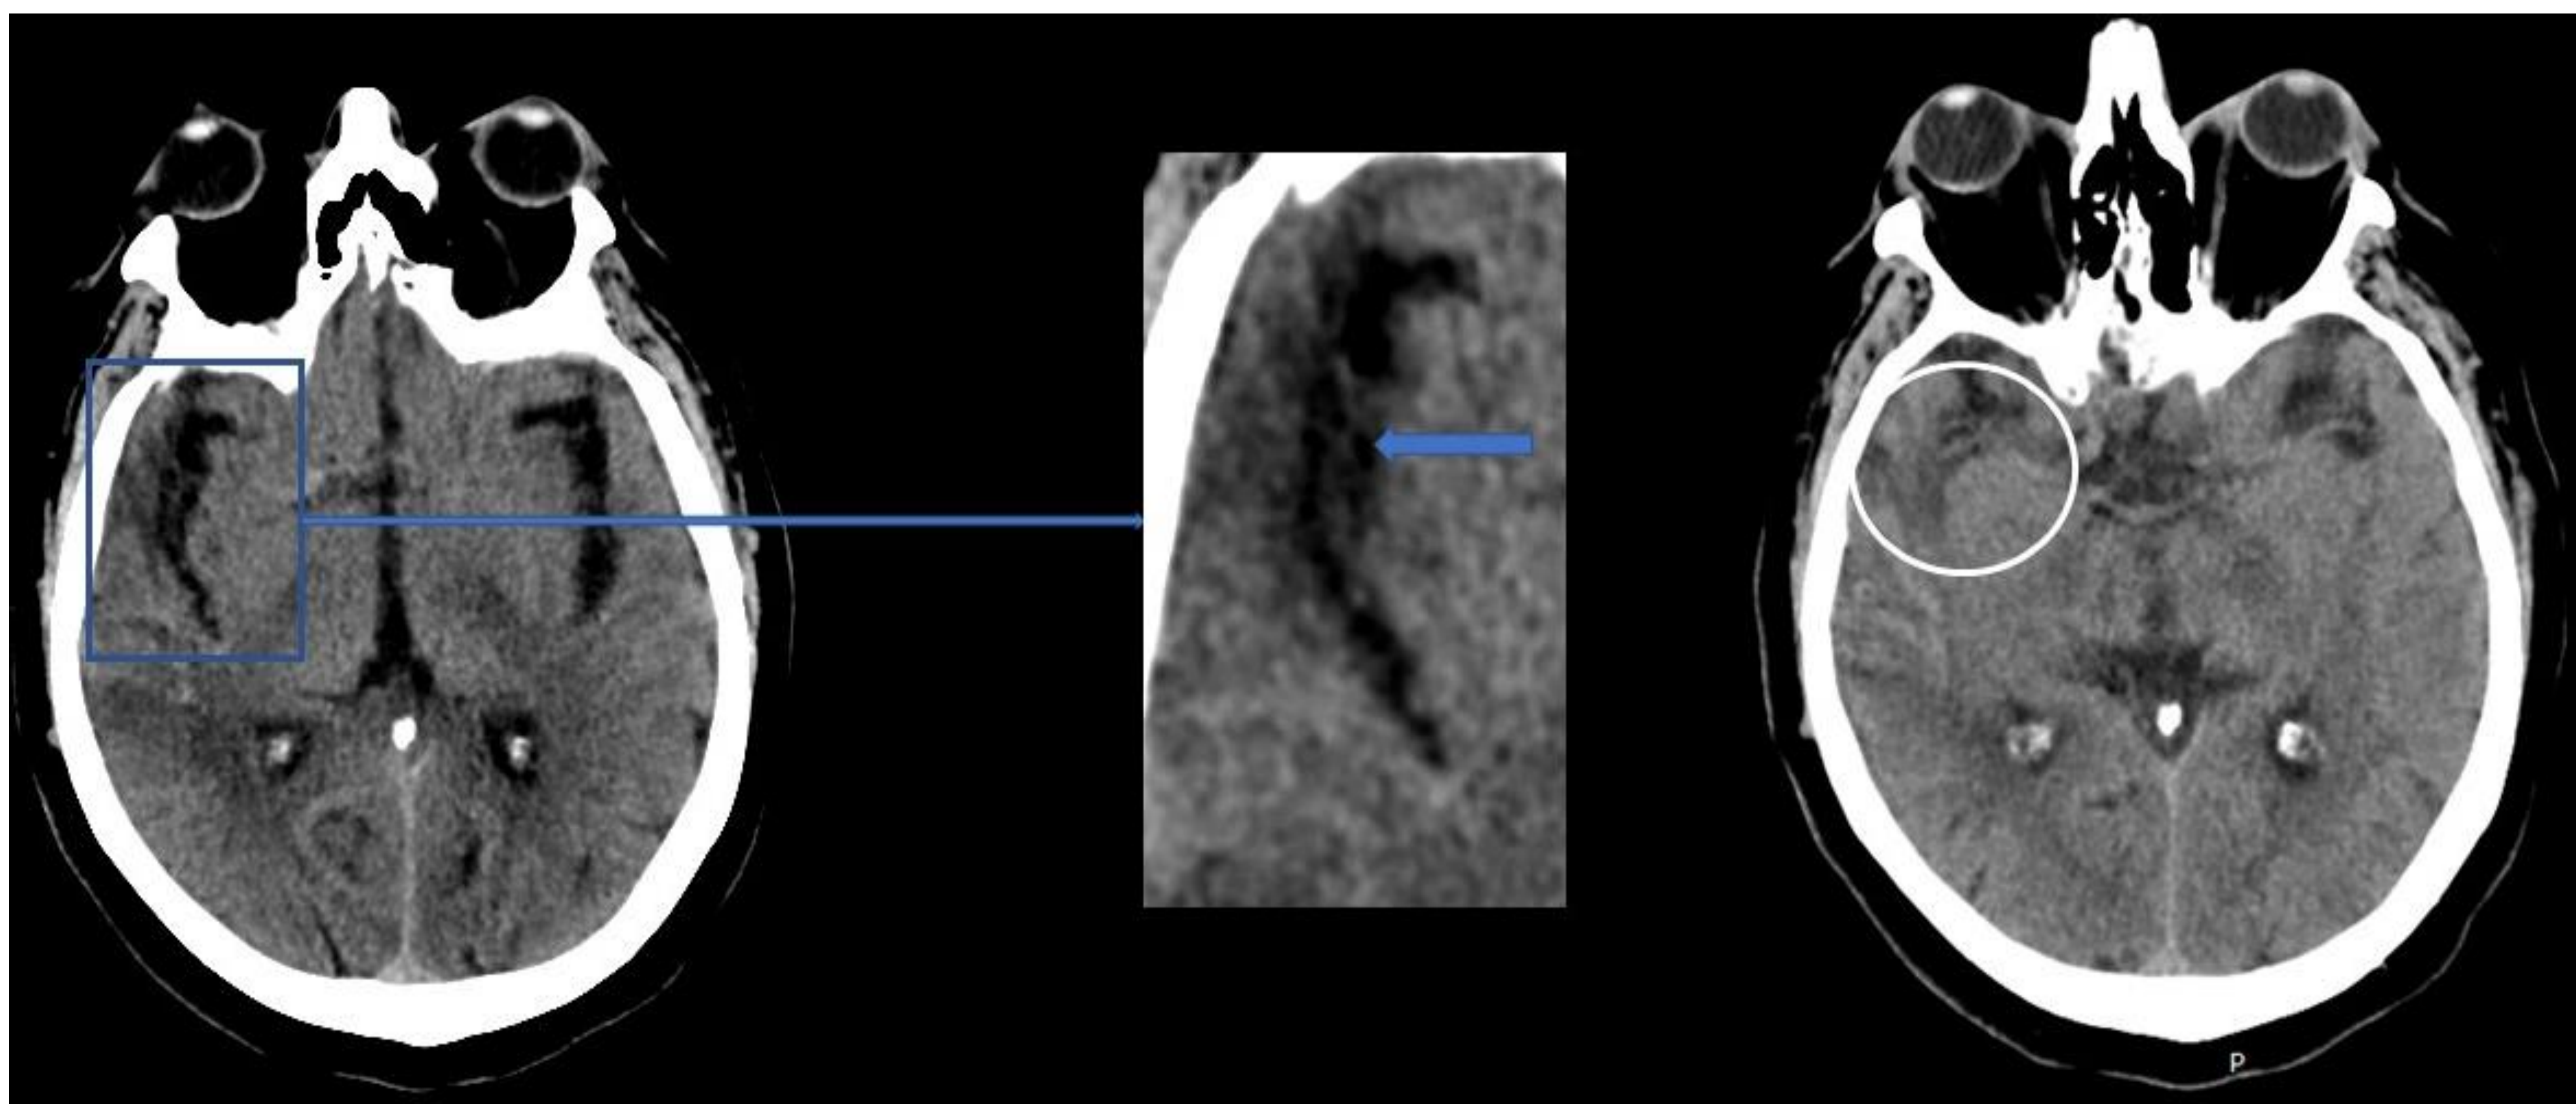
Mujer de 65 años con historia de desorientación, bradipsiquia y bradilalia que en la TC sin contraste muestra una hipodensidad en la región insular derecha (flecha azul) y medial del lóbulo temporal ipsilateral (círculo azul) (uncus y área del hipocampo). Asocia moderado efecto de masa que condiciona la obliteración secundaria de los surcos corticales y del asta temporal del VL, sugestivo de edema vasogénico.
